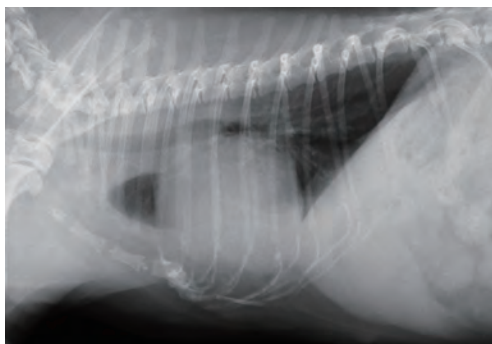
症例8における第128病日の胸部X線検査側面像。吸気時。後肺野の肺泡浸潤陰影は正常化し、拡張性も良好であった
